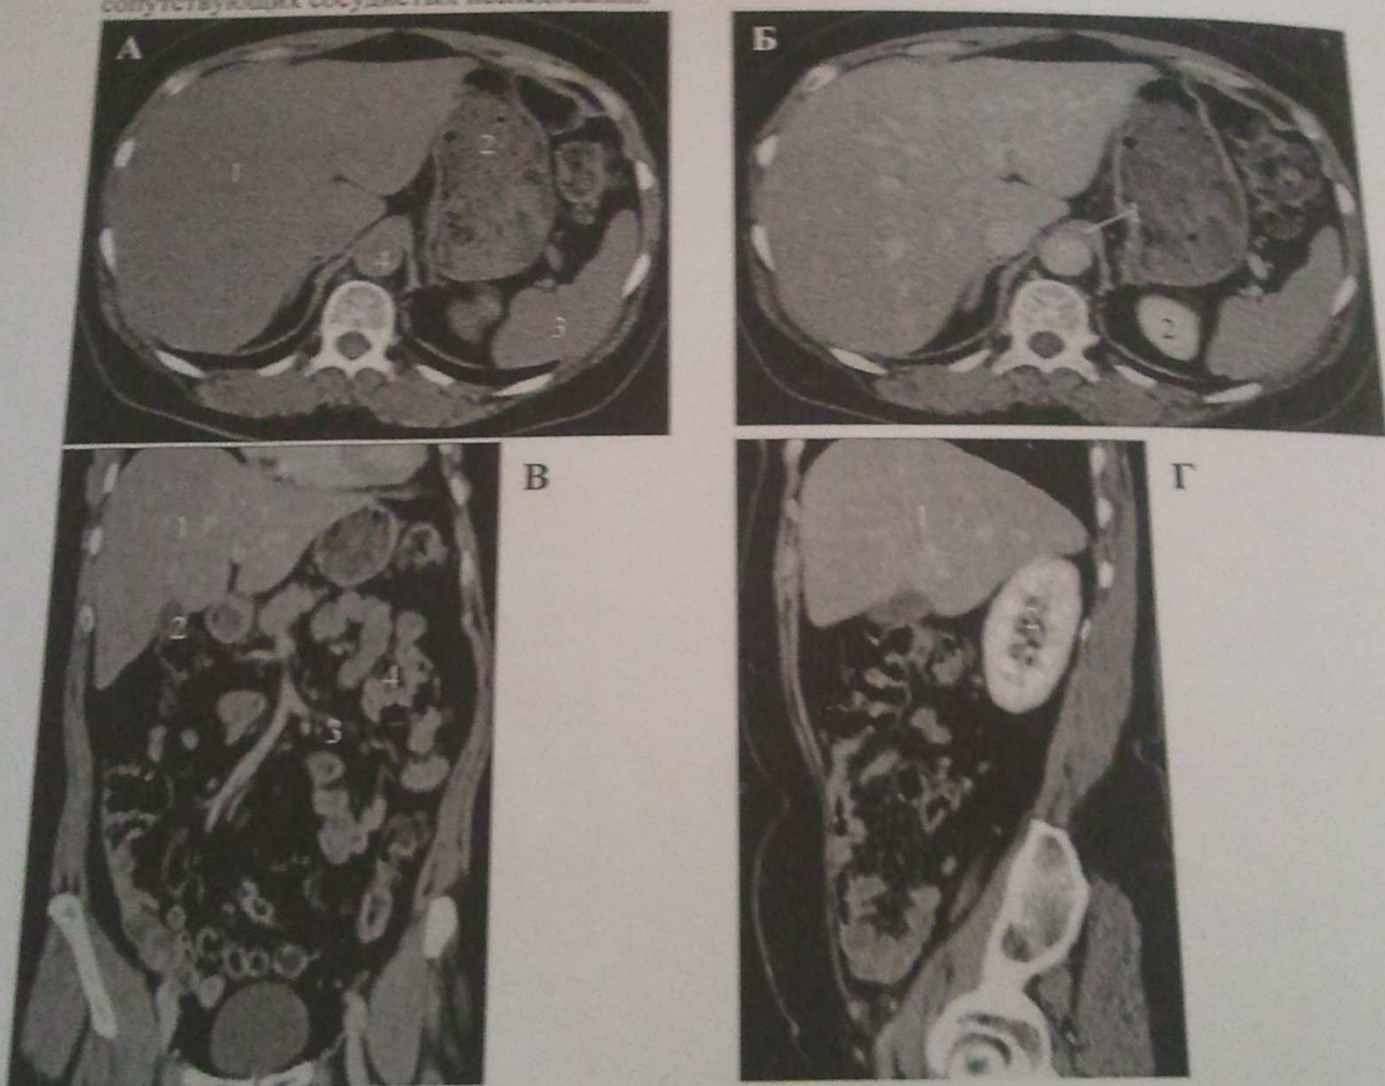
А – компьютерная томограмма органов брюшной полости на уровне L1 (нативное изображение). 1- печень, 2-желудок, 3 – селезенка, 4- аорта. Б – компьютерная томограмма органов брюшной полости после внутривенного контрастного усиления (паренхиматозная фаза) 1 – нижняя полая вена, 2- верхний полюс левой почки. В – мультиспиральная рентгеновская компьютерная томограмма органов брюшной полости с реконструкцией изображения (фронтальный срез). 1- печень, 2 – желчный пузырь, 3 – нижняя брызжеечная артерия, 4 тонкая кишка. Г - мультиспиральная рентгеновская компьютерная томограмма органов брюшной полости с реконструкцией изображения (сагиттальный срез справа). 1 – печень, 2- правая почка.
